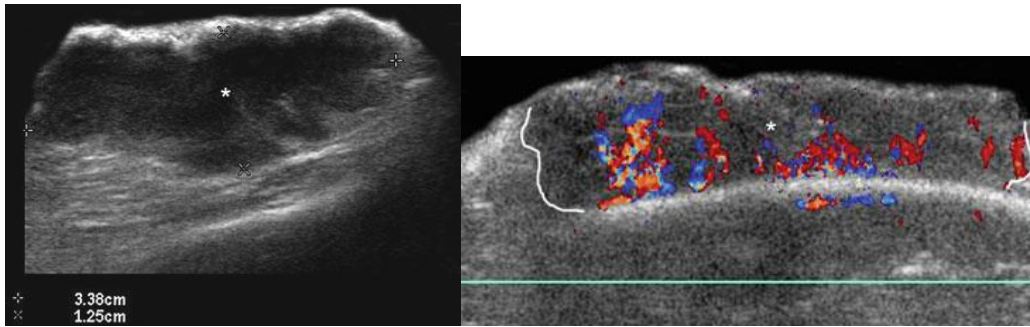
Aspects échographiques d'un CSC(122).
